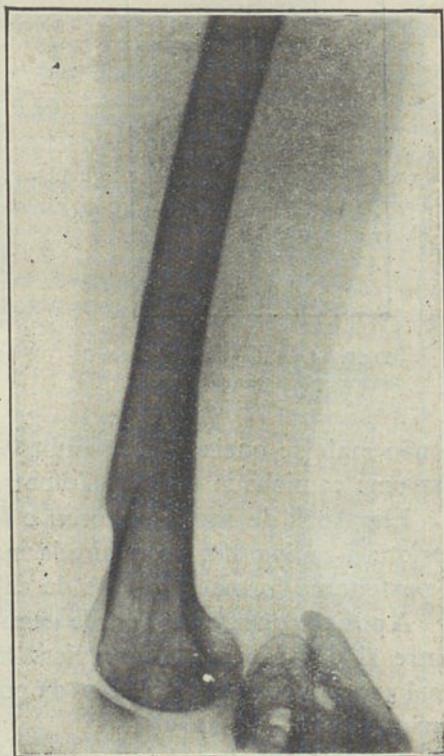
Radiografia do fêmur fracturado.
